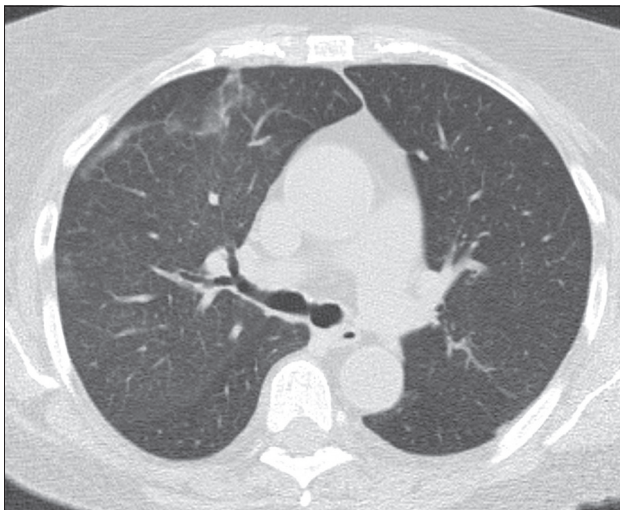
Наблюдение 3. МСКТ органов грудной клетки: существенно уменьшилась зона инфильтрации как в объёме, так и по плотности.
